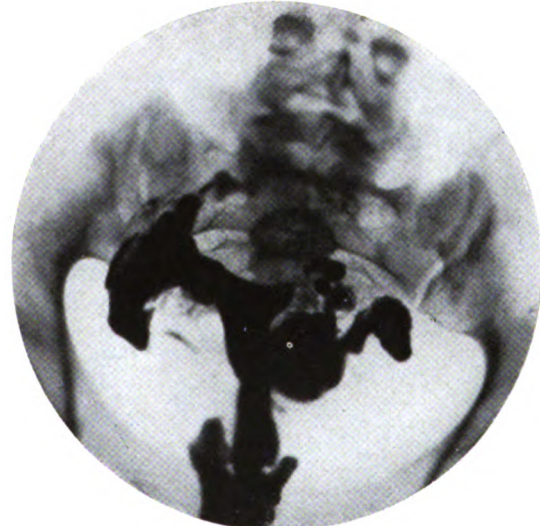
Autre type de pelvipéritonite. Femme, 20 ans, envoyée à l'hôpital avec le diagnostic de salpingite aiguë. Fausse couche, il y a trois mois. A l'examen, utérus rétroposé, fixé, flanqué de deux masses annexielles douloureuses à la pression. La radiographie montre l'existence de deux trompes avec bosselures, perméables, si l'on en juge par la quantité de lipiodol répandue dans le bassin.
